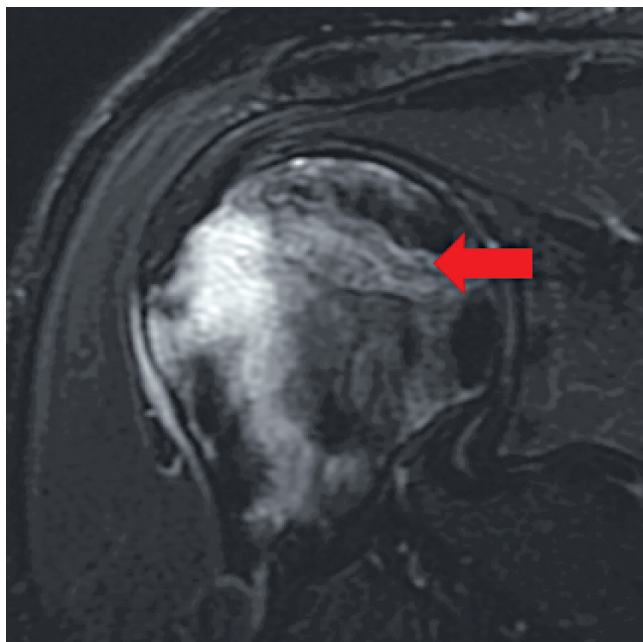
Пациент И., МРТ правого плечевого сустава
